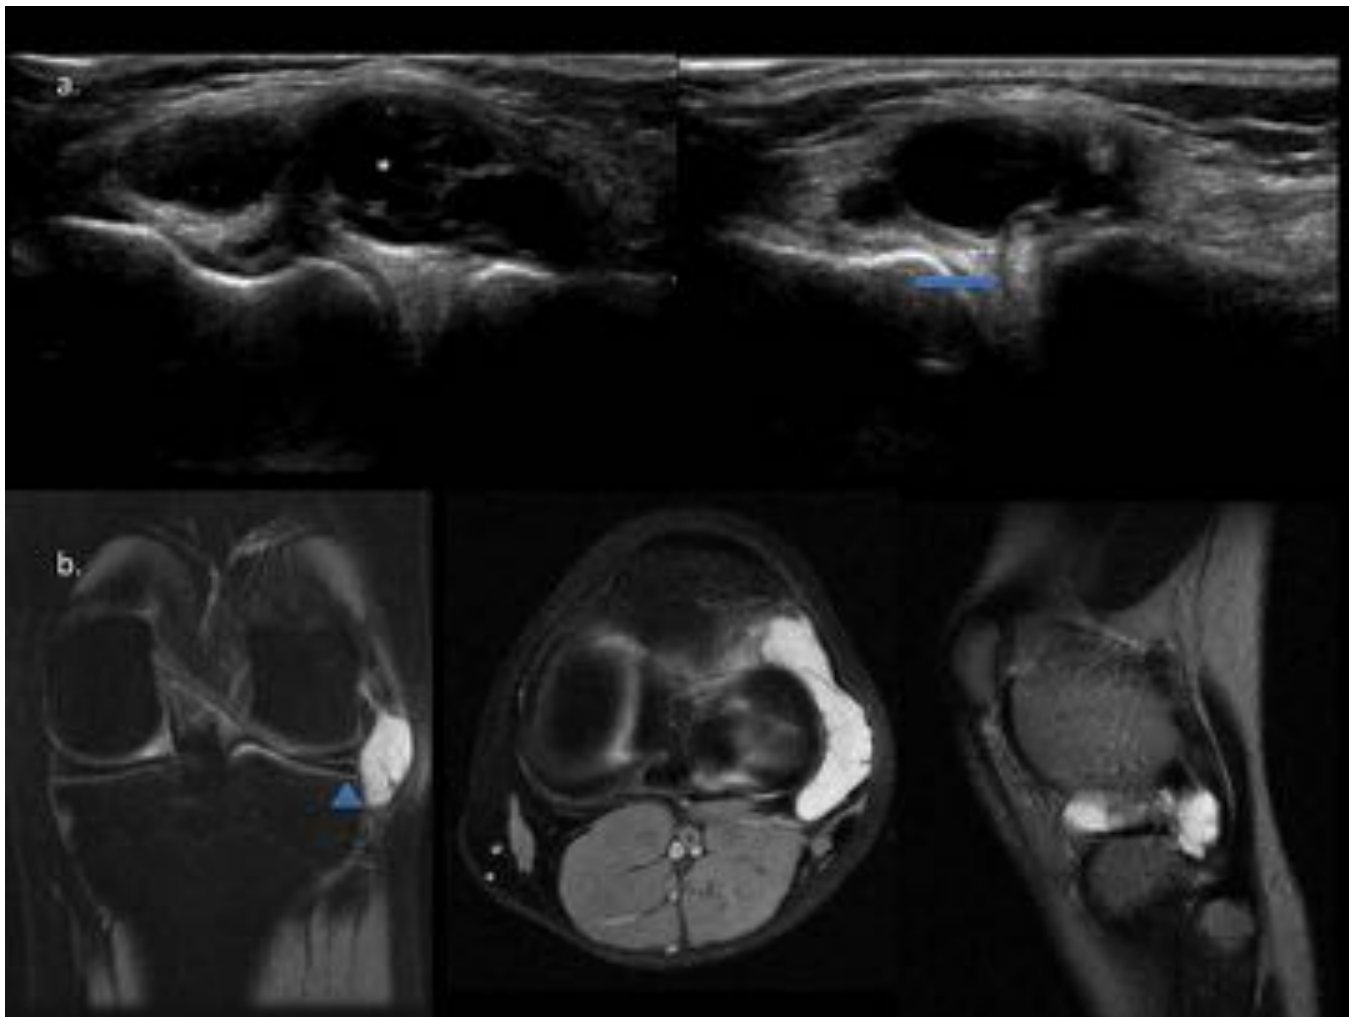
Quiste parameniscal. (a) Imágenes de ecografía en longitudinal del compartimento lateral de la rodilla que muestra un quiste adyacente al menisco (*) y una línea hipoeoica (flecha) en el espesor del mismo (derecha) que se corresponde con la rotura horizontal del menisco. (b) Imágenes de RM potenciadas en DP que muestran la rotura horizontal (punta de flecha) y el quiste parameniscal.
